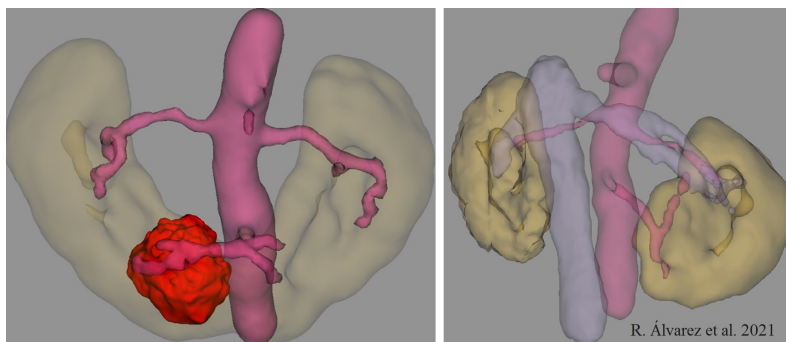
3D-реконструкция при компьютерной томографии до и после истмусэктомии (из статьи R. Álvarez [47])
